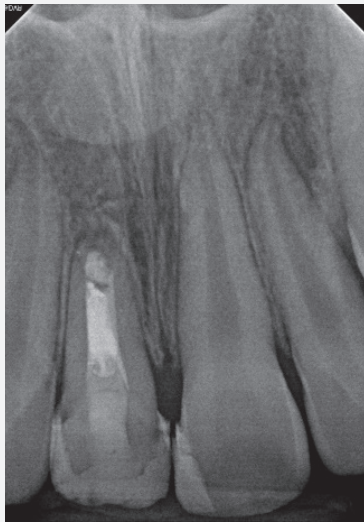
Periapical radiographs shows a repaired PDL space and appearance of lamina dura.
